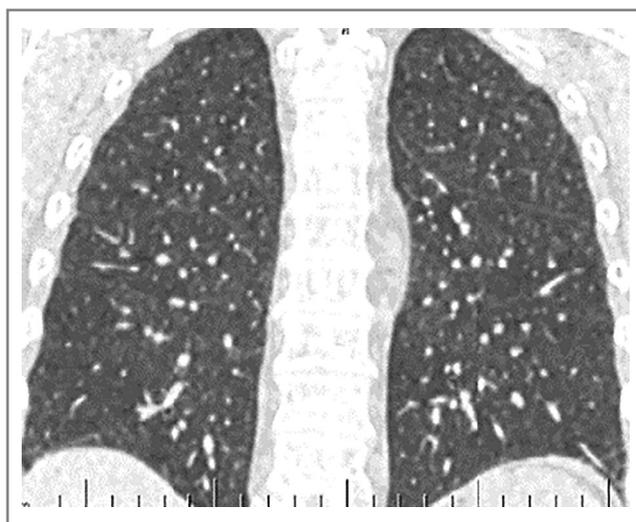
КТ легких через месяц после операции, фронтальная проекция.
